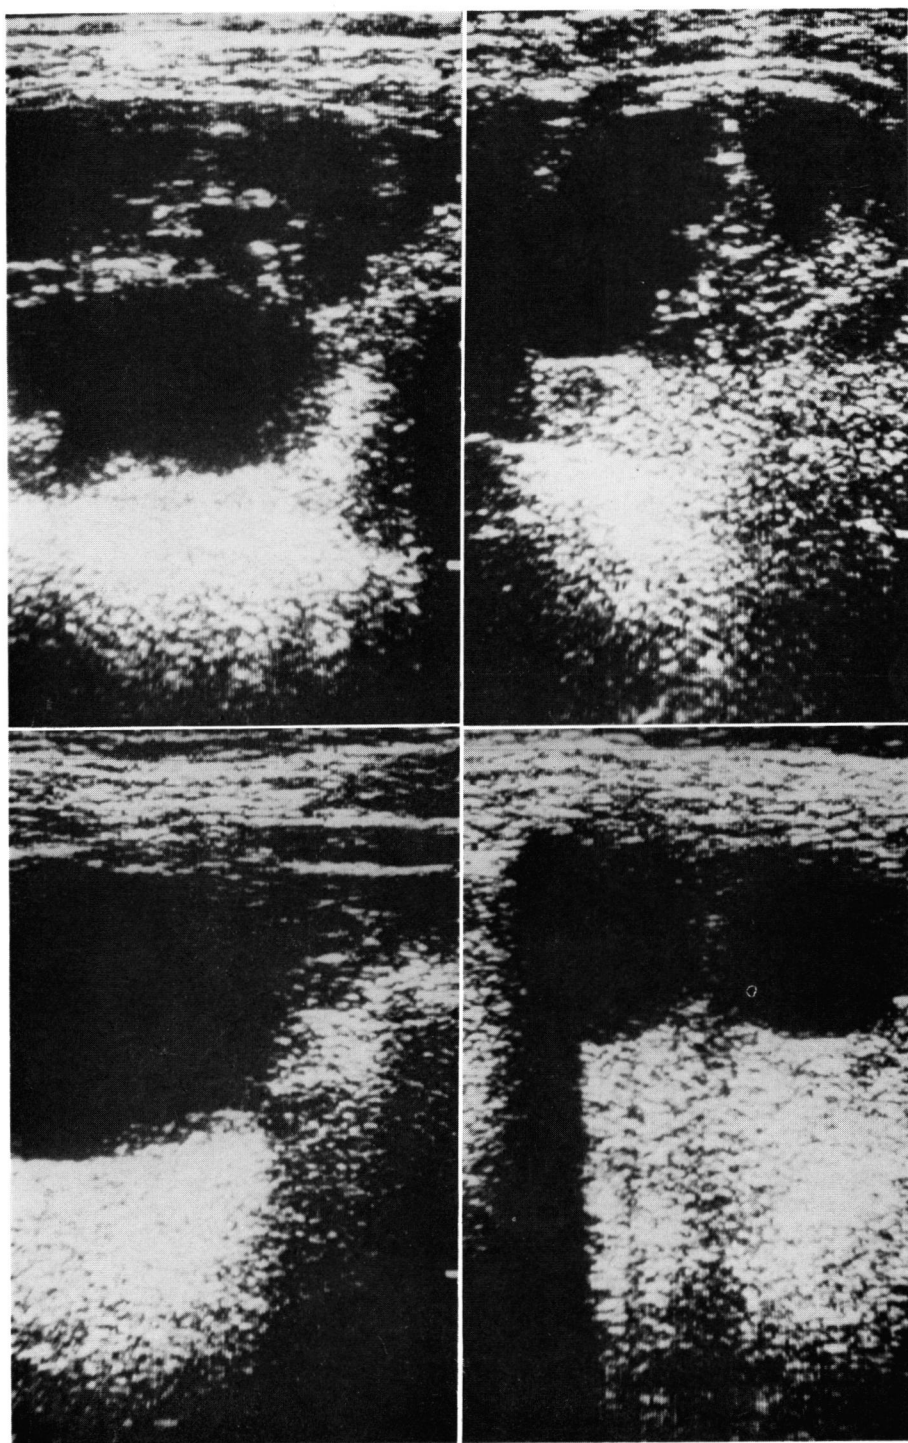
Case 2. Sonograms show multiple echoless areas on both sides. (Top, right—rt. intracostal section, left—lt. intracostal section. Bottom, right—rt. supracostal section, left—lt. supracostal section.)
